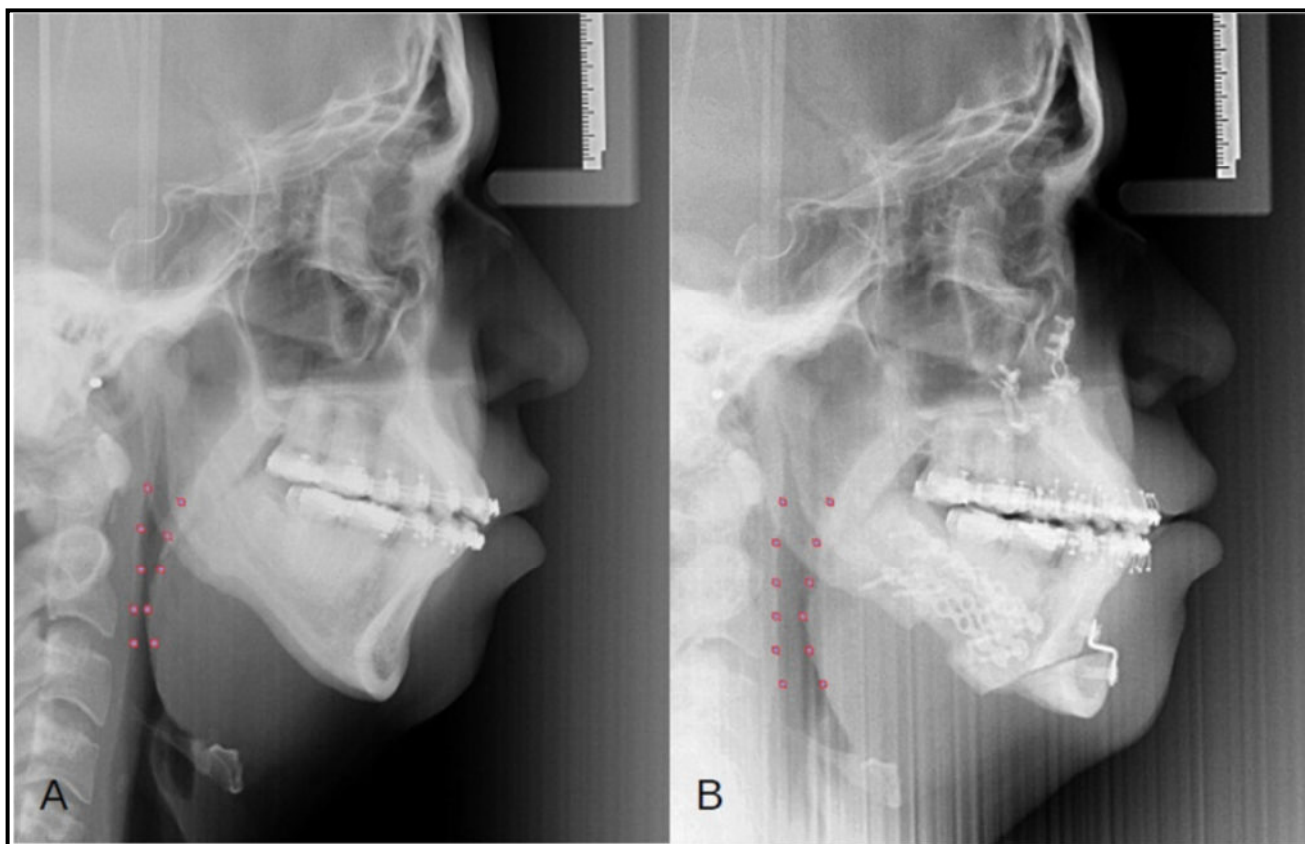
Radiografia cefalométrica. A – Em perfil pré-operatório. B – Em perfil pós-operatório.
